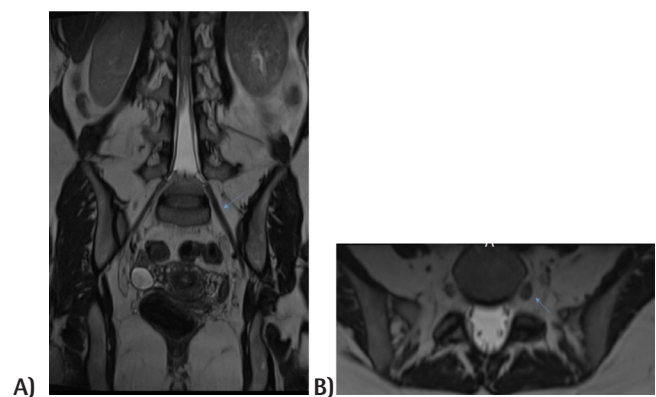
Case 2) A: T2-weighted coronal plane image. An increase in thickness is observed in the left S1 nerve root compared to the right. B: T2-weighted axial plane image. An increase in thickness is observed in the left S1 nerve root compared to the right
